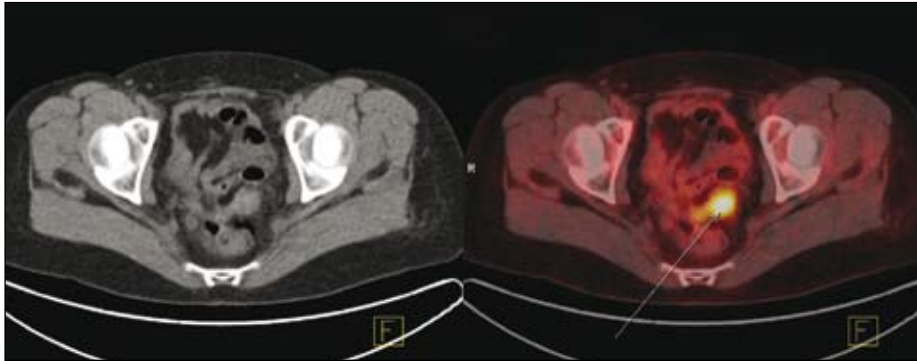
CT ; PET/CT: Rezidiv eines Ovarial-Karzinoms am Scheidenstumpf
